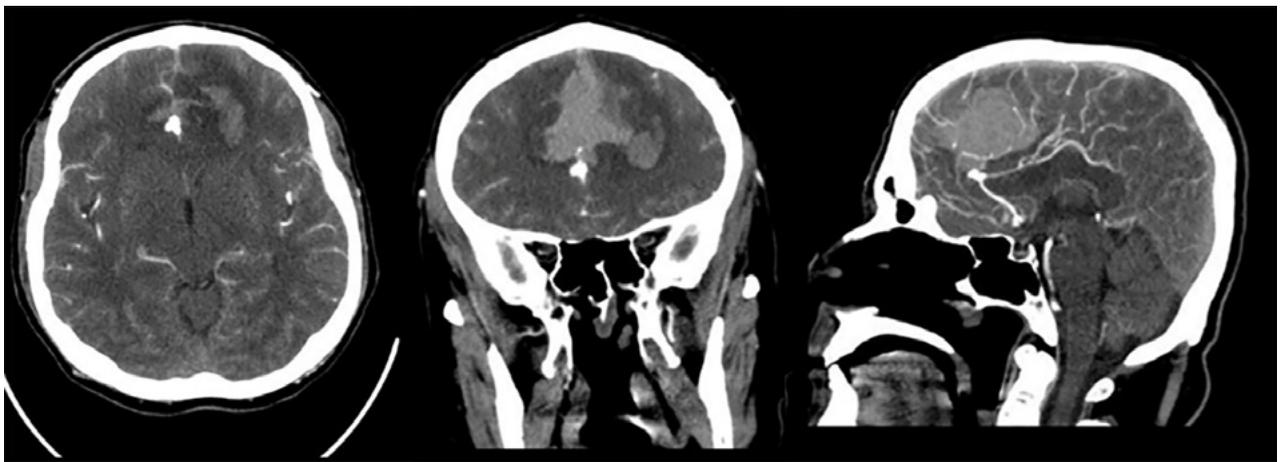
Angiotomografía cerebral. En cortes axial, coronal y sagital contrastados, se evidencia dilatación de aspecto sacular en fisura interhemisférica compatible con aneurisma de ACAa; hemorragia subaracnoidea en cisternas de la base y espacio subaracnoideo de la convexidad, hematoma intraparenquimatoso heterogéneo e irregular bifrontal.
